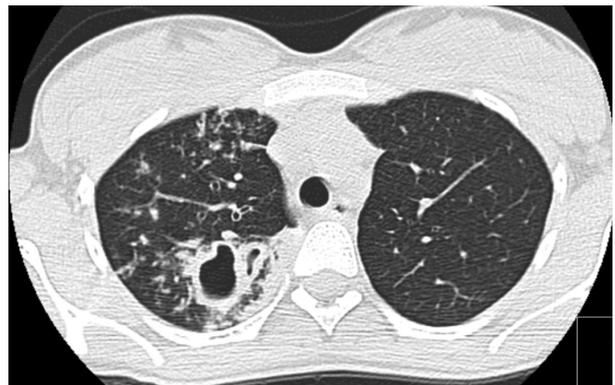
Tomografia computadorizada torácica no momento do diagnóstico.
